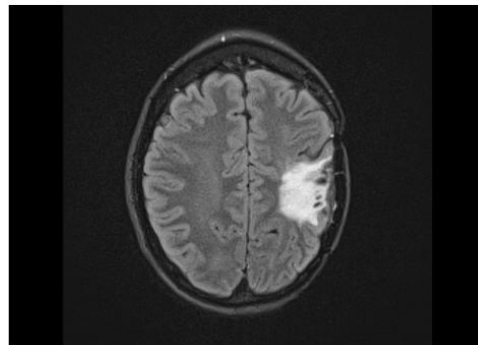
Diffusion-weighted MRI scan showing hypersignal zone in the frontal periphery of the resection cavity.
